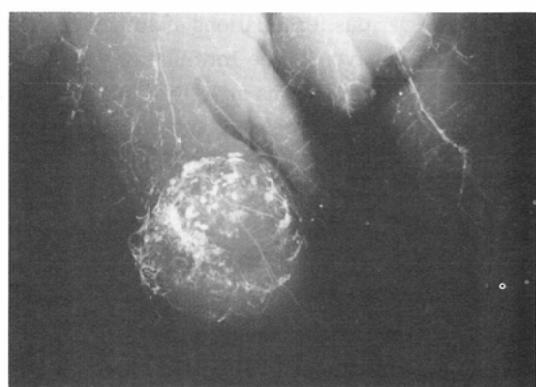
Softex radiography of the liver, immediately after injection of Lipiodol, shows hypervascularity and irregular pooling of Lipiodol in the tumor.
